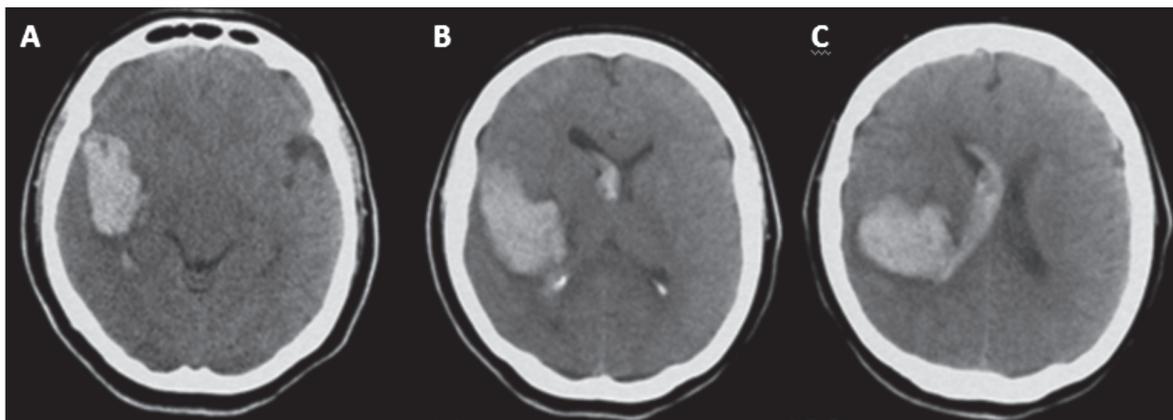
TAC cerebral simple con hemorragia intraparenquimatosa a nivel frontotemporal derecho con drenaje a ventrículo lateral derecho.
